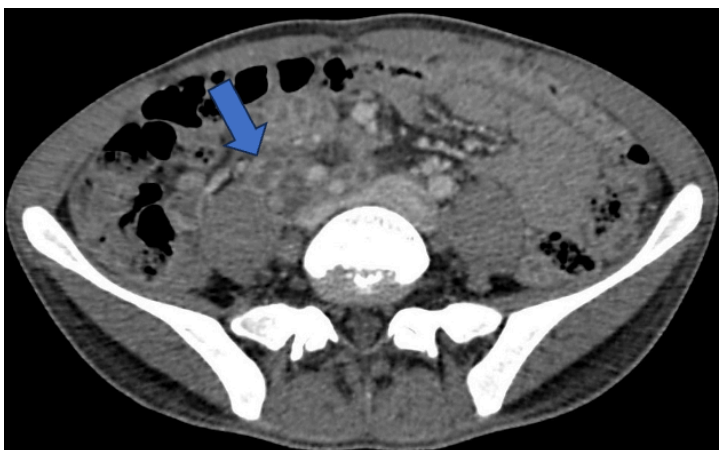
TC com contraste no plano axial demonstrando linfonodos com aumento volumétrico, centro hipoatenuante e realce periférico. (Caso do HUB)
